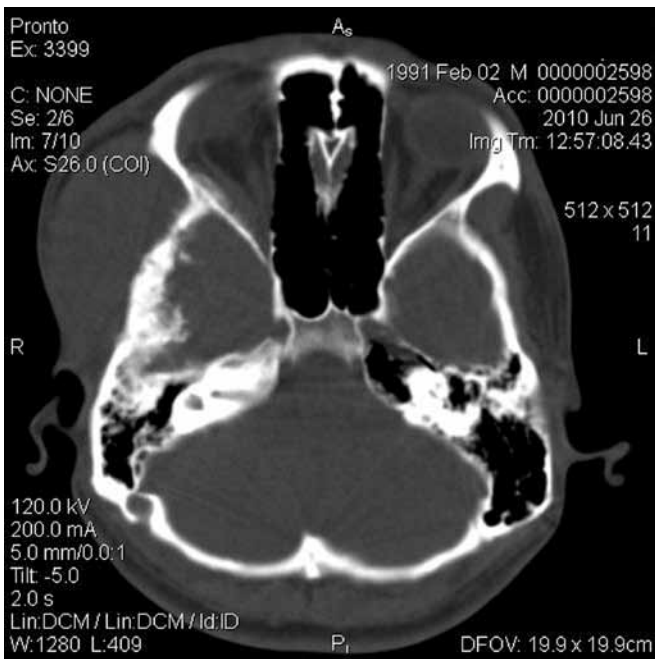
КТ больного М., 19 лет, с саркомой Юинга базальных отделов основной и височной костей справа.
